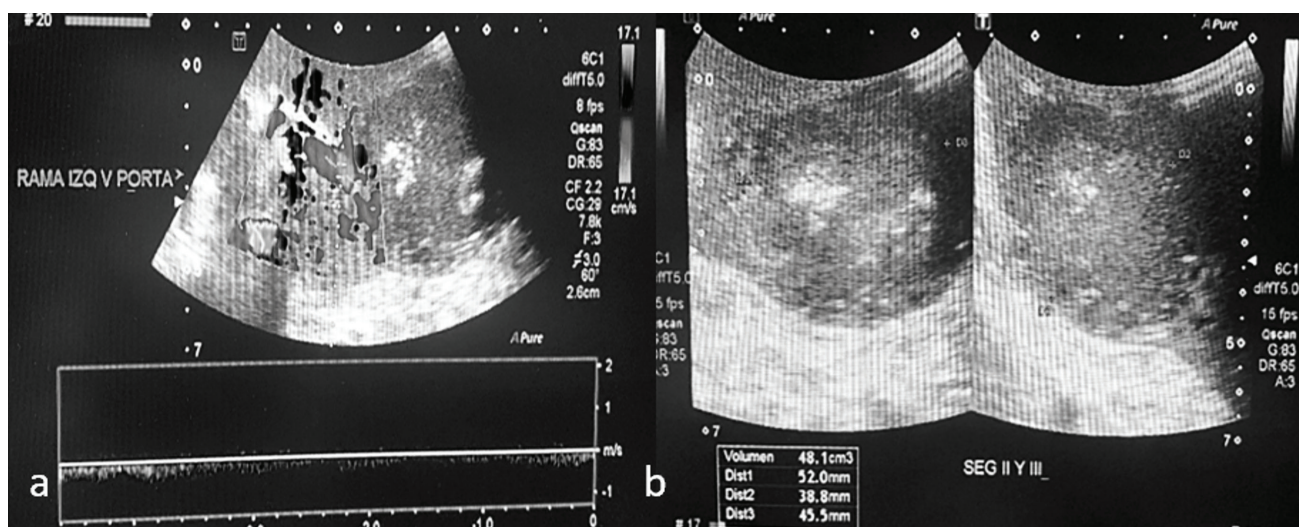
a) Ultrasonido Doppler transoperatorio, señalando flujo venoso normal de la rama suprahepática izquierda. b) imagen hipodensa bien delimitada de 52 x 38.7 x 45.5 mm de diámetro.
